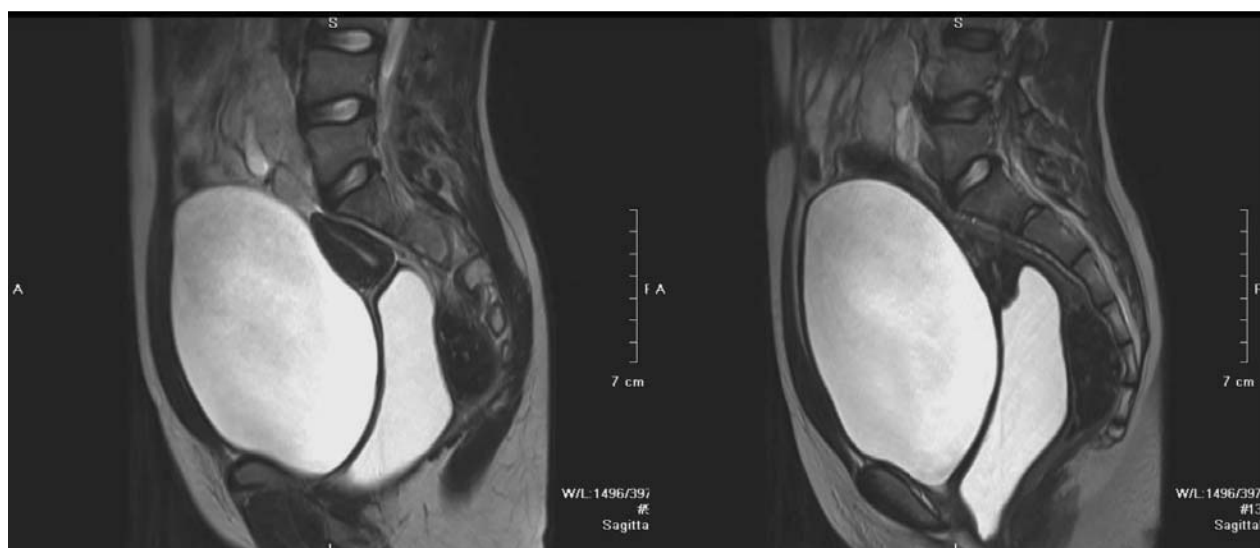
IRM efectuată în plan sagital în ponderație T2 a pacientei C., 16 ani. Se constată ectopia pelviană renală dreaptă și hematocolpos cauzat de septul vaginal transversal complet jos.
